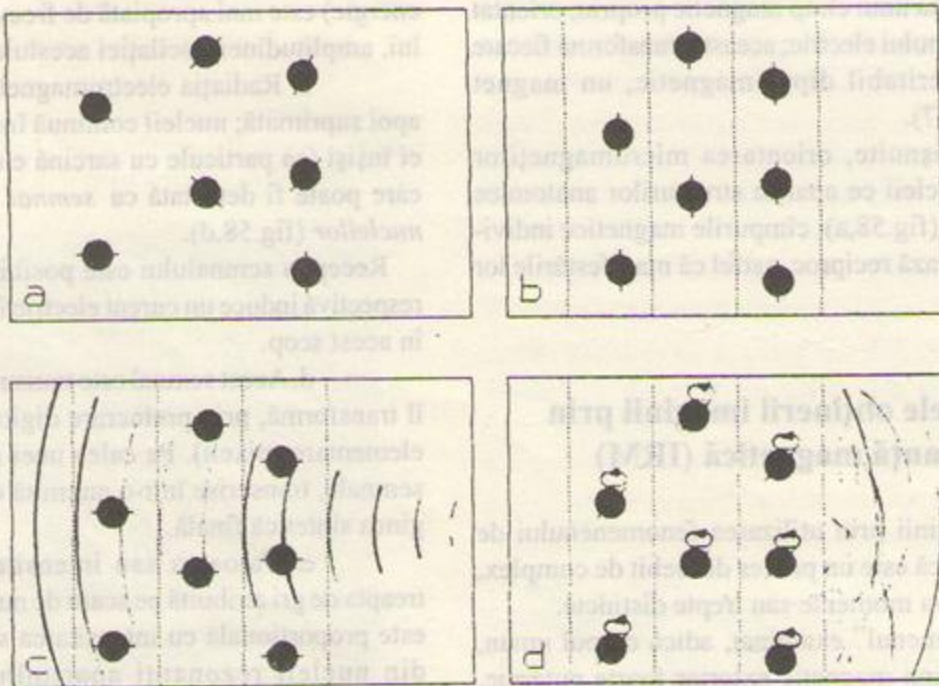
Treptele genezei semnalului RMN. a. În mediul examinat, nucleii de hidrogen (protonii) au o orientare întâmplătoare. b. Aplicarea unui câmp magnetic exterior foarte puternic produce "aliniera" lor în direcția acestuia. c. Un impuls scurt RF determină intrarea în rezonanță a nucleilor. d. După suprimarea impulsului, nucleii își continuă oscilația, emițînd o undă de radiofrecvență decelabilă.
